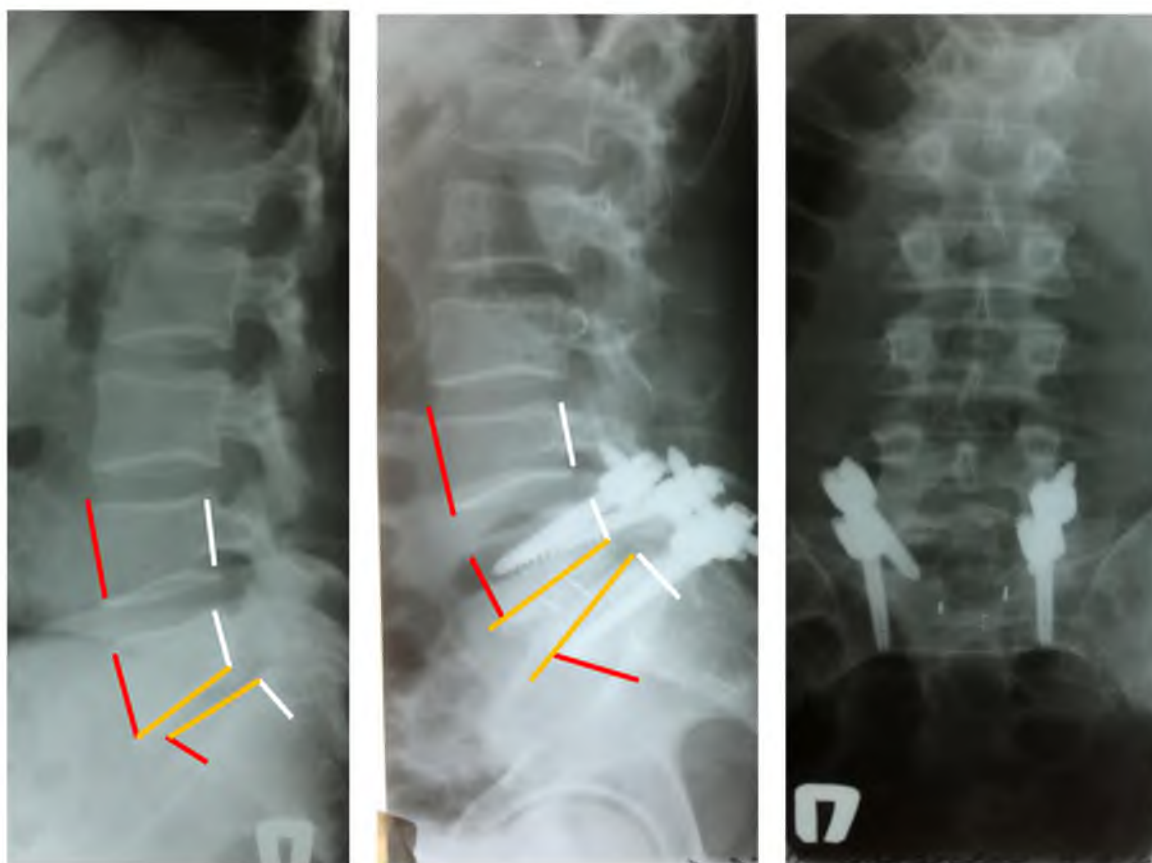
Рентгенограммы пациента И. до и после хирургического лечения дегенеративного спондилолистеза L_V (линейное смещение 13 мм.) с применением межтелового спондилодеза и транспедикулярной стабилизации
